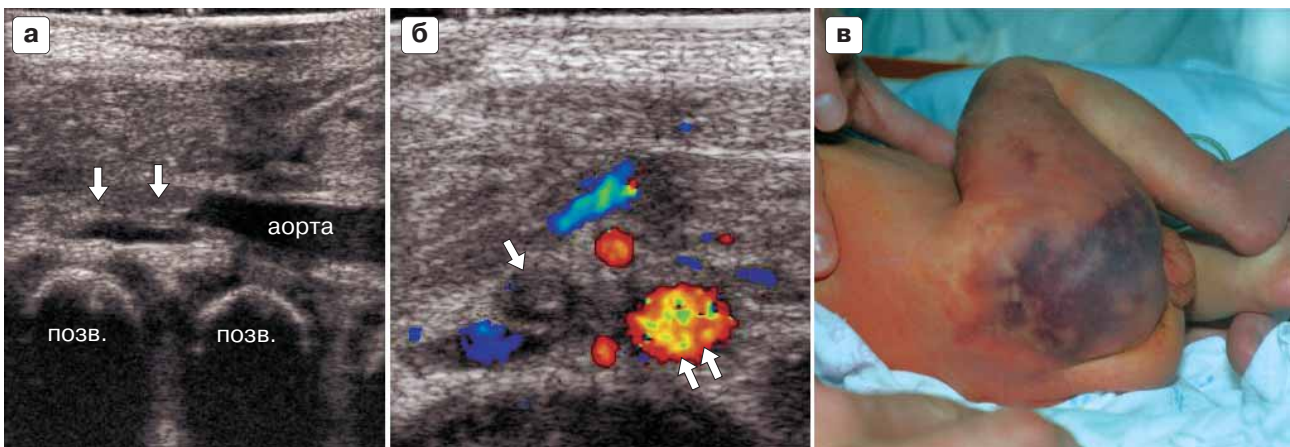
Тромбоз правой общей подвздошной артерии у младенца 2 сут жизни после инфузии в сосуды пуповины: а – продольный скан над аортой и правой общей подвздошной артерией: в просвете подвздошной артерии содержится средней эхогенности (стрелки), просвет аорты свободен; б – поперечный скан непосредственно ниже бифуркации аорты: в просвете правой общей подвздошной артерии тромб средней эхогенности (стрелка). Кровоток в левой общей подвздошной артерии сохранен (двойная стрелка); в – внешний вид пациента.
